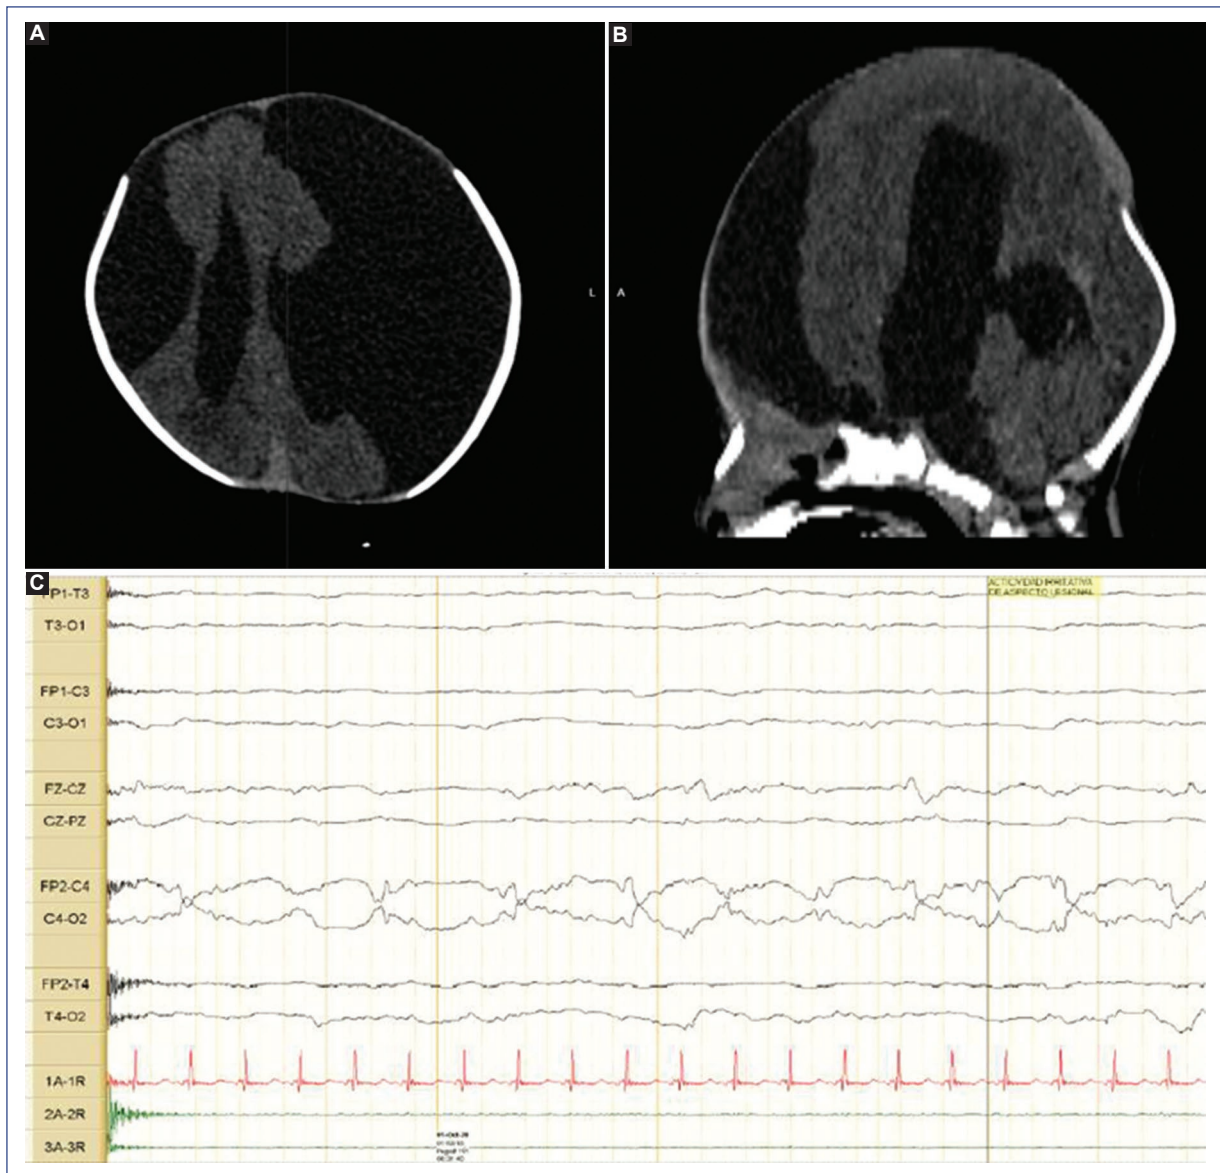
Caso 1. A y B: tomografía computarizada de cráneo simple, cortes axial y sagital. Se observan una hendidura que compromete las regiones frontotemporales de ambas convexidades (A), comunicación del espacio subdural con los ventrículos laterales y ausencia del septo pelúcido; imágenes compatibles con esquizencefalia de labio abierto bilateral con tercer ventrículo dilatado (B). C: videoelectroencefalograma con registro de actividad interictal de ondas agudas y asimetría central derecha con posterior evidencia de evoluciones bilaterales hasta por 20 segundos; clínicamente, realización de movimientos clónicos del brazo izquierdo.
